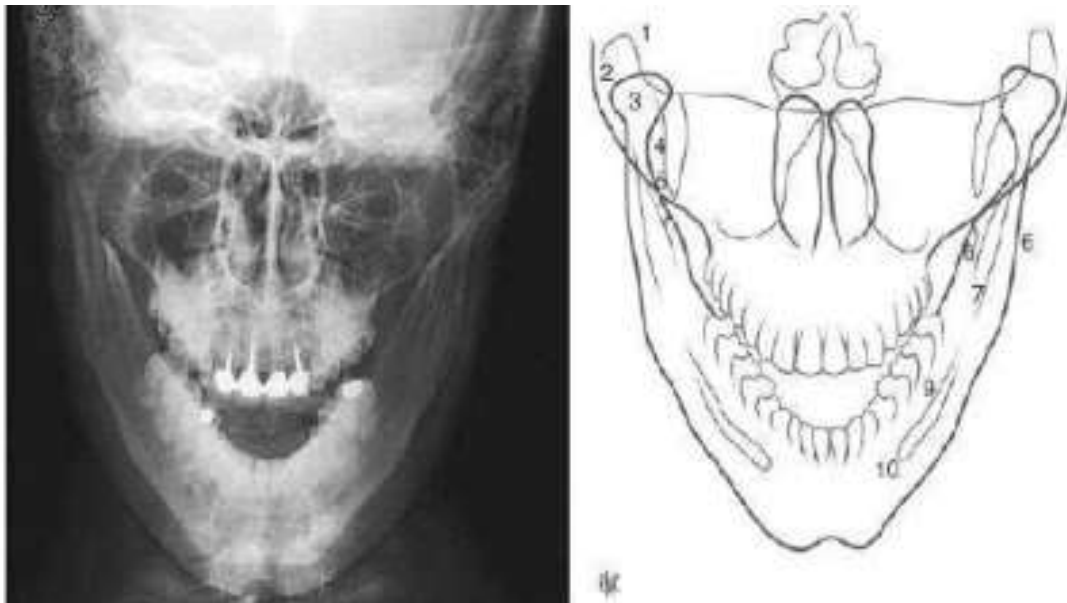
incidence face basse (indication des structures anatomiques) + radiographie [38] :
